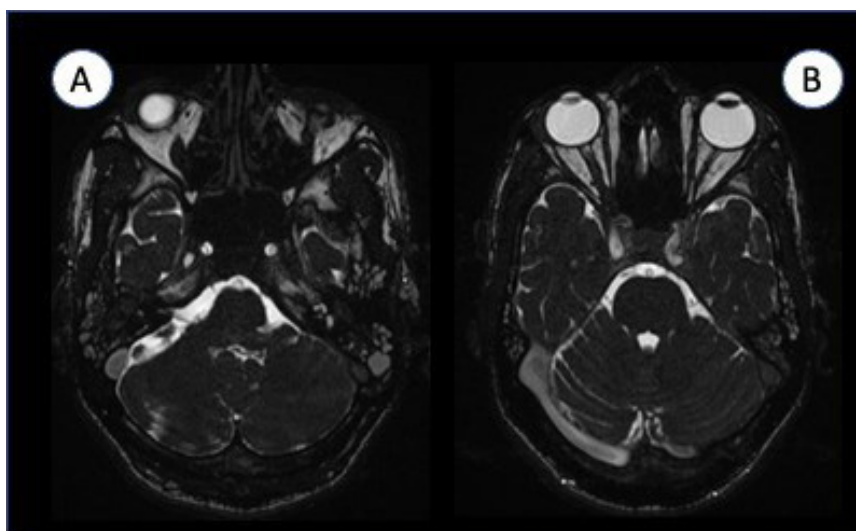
A: RM de crânio evidenciando velamento das células da mastóide com hipersinal em T2. B: trombose do seio transversal esquerdo, sequência T2 com hipersinal.
